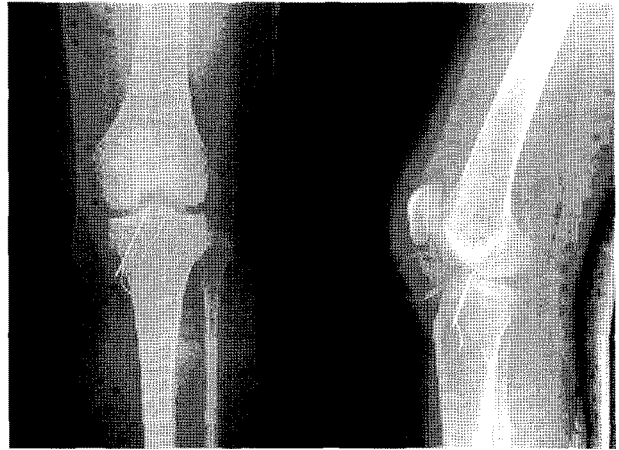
Postoperative radiograph shows anatomical reduction of bony fragment.
